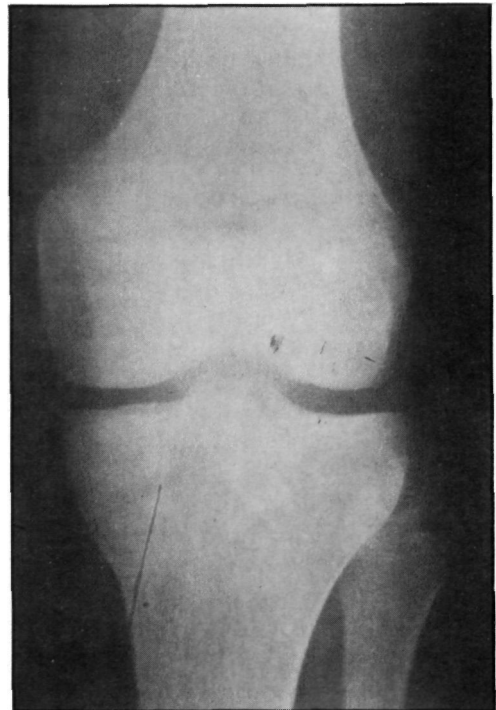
Radiografía en A-P de la rodilla. Nótese además de la excrecencia suprarrotuliana, el punteado difuso a nivel de la interlínea articular.
